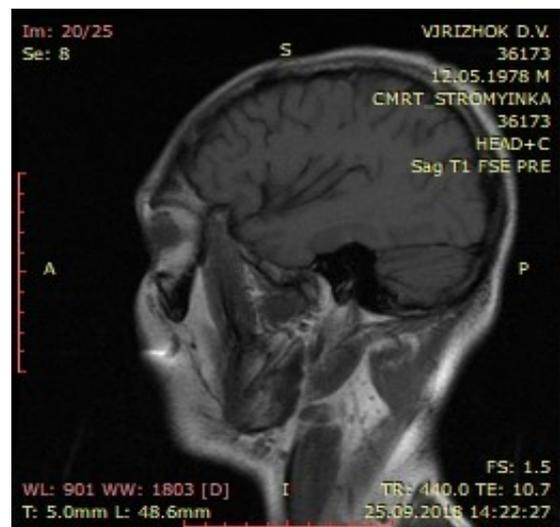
МРТ-зображення головного мозку без новоутворень (25.09.2018 р.)
